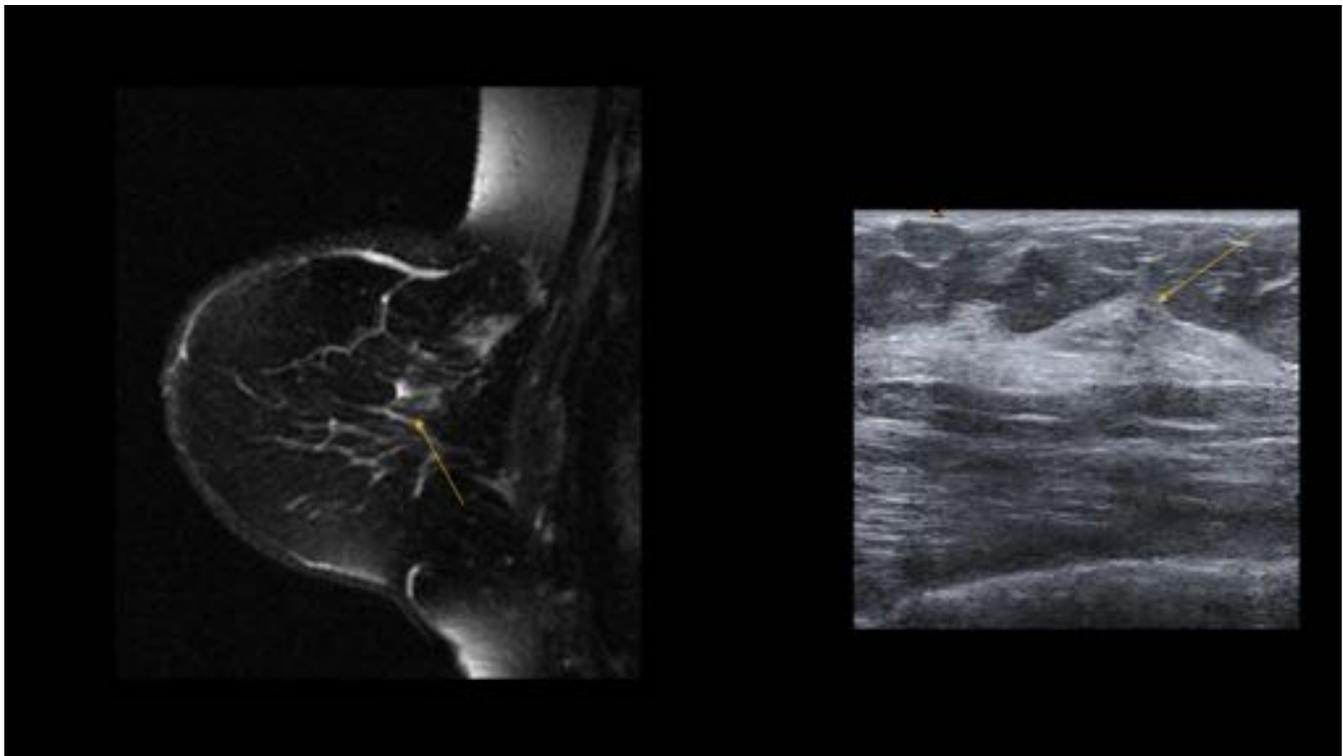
Las lesiones pueden aparecer sutiles en la ecografía. La biopsia guiada por ecografía demostró lesión epitelial benigna. Permaneció estable durante 3 años de seguimiento.
